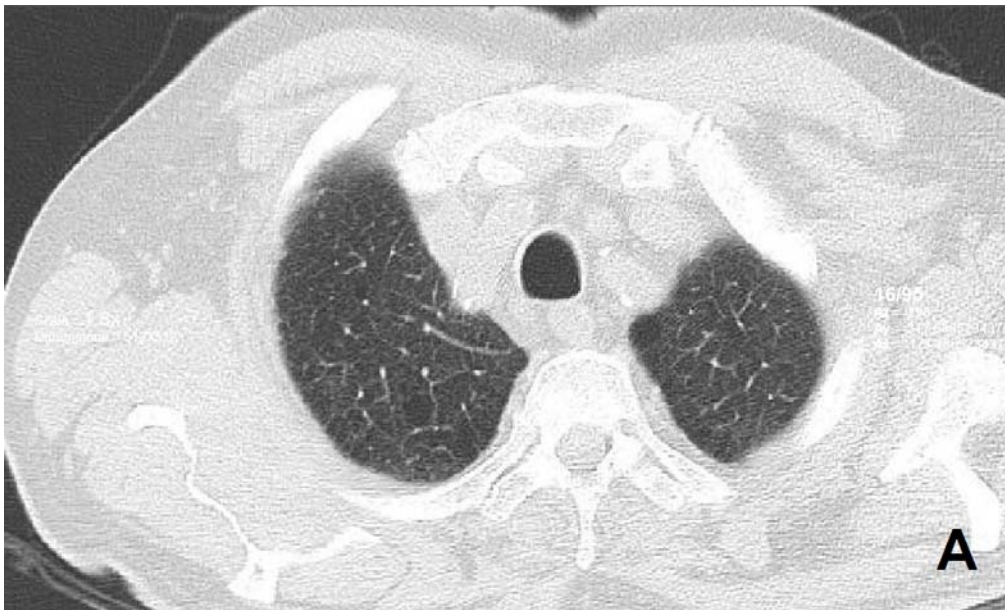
Due scansioni HRCT mostrandoci la presenza di enfisema centrolobulare apicale (A) e accentuazione della trama ai campi polmonari medio-inferiori e ombre ilari più ricche (B)
